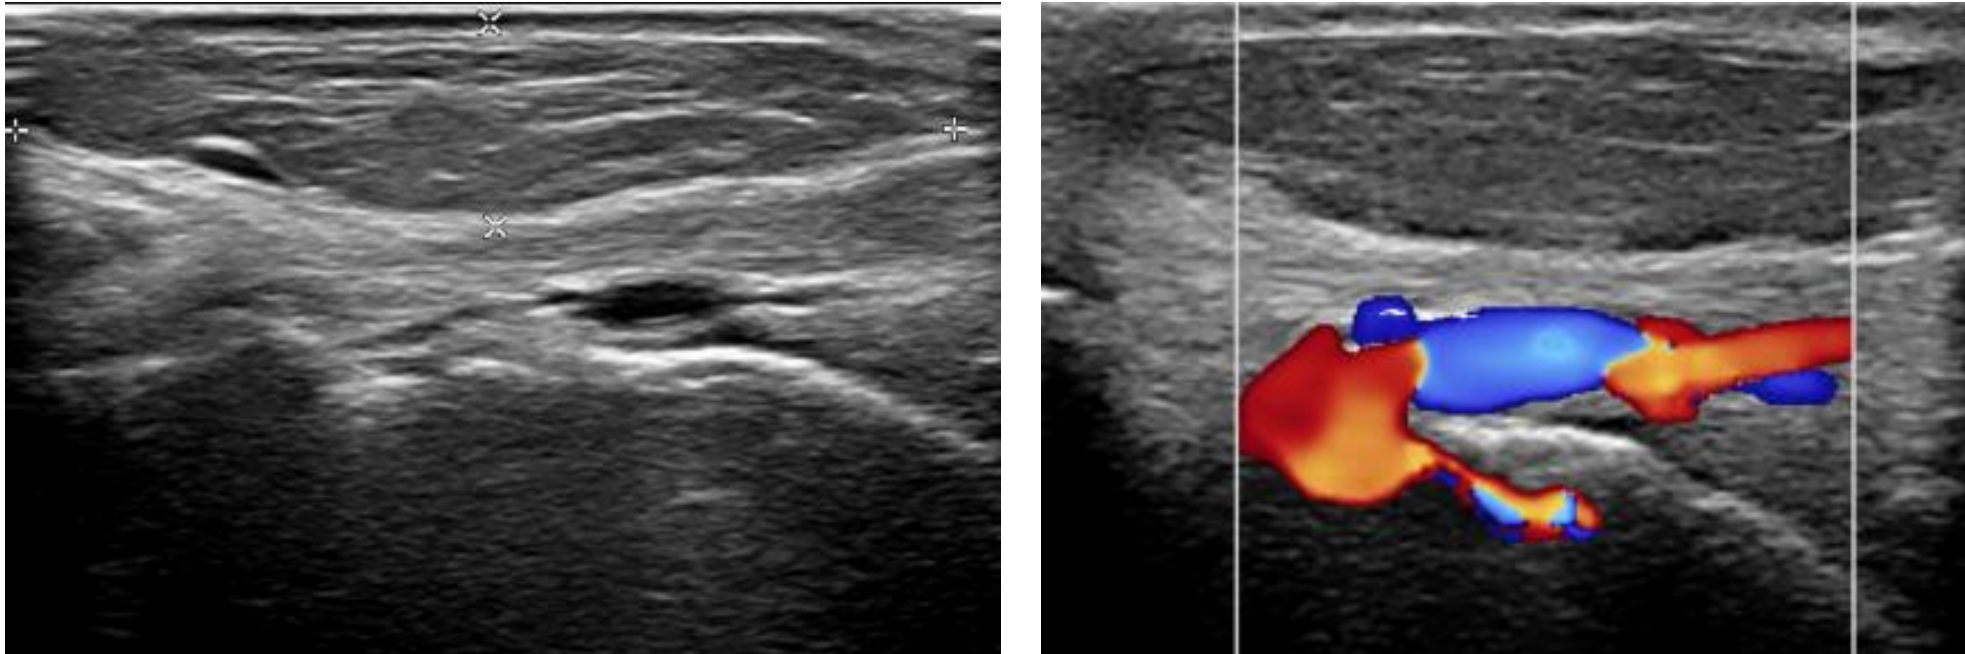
Mujer de 41 años. Ecografía de muñeca izquierda. Lesión palpable hiperecogénica ovalada de 34 x 74 mm, avascular con septos lineales internos compatible con lipoma en el lado radial de la muñeca izquierda.
